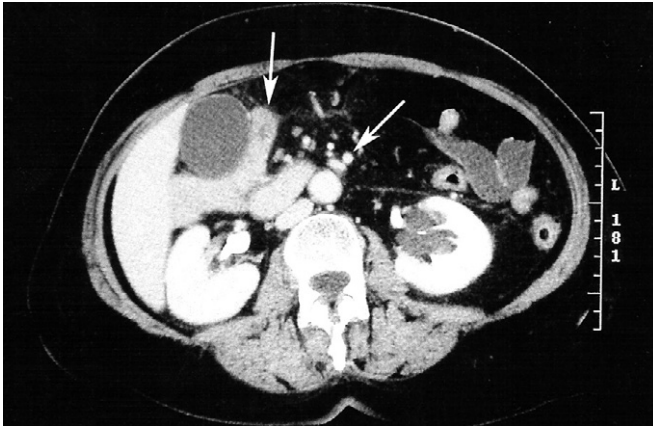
Tomografía computarizada. Se observa el yeyuno situado posterior a la vesícula biliar, en relación con la malrotación descrita (flecha). Malrotación de la arteria y vena mesentérica (flecha).
